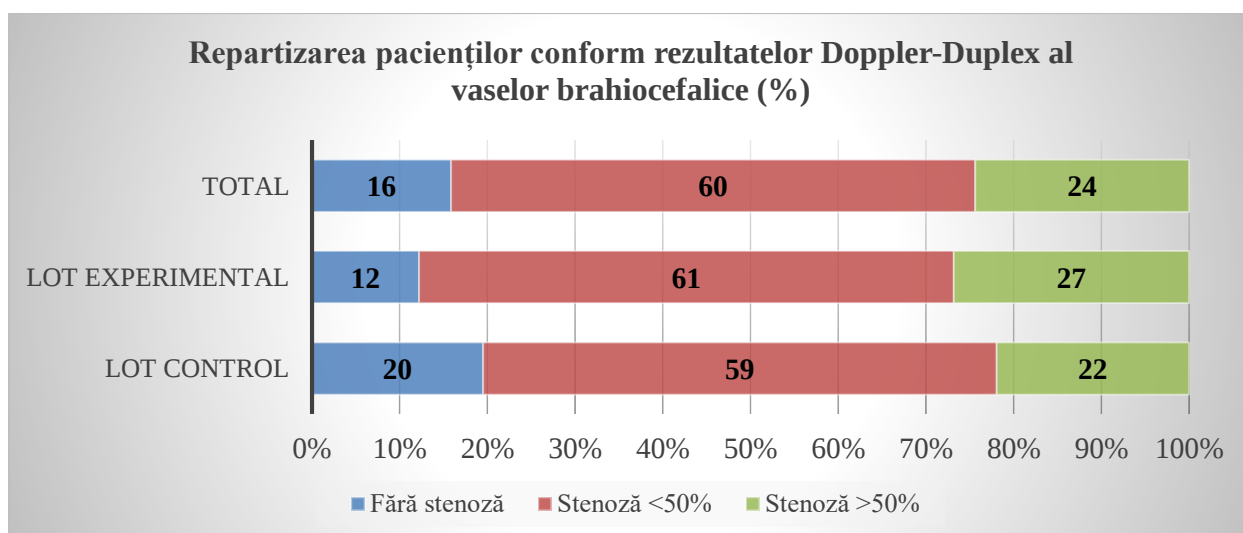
Repartizarea subiecților conform rezultatelor Doppler-Duplex al vaselor brahiocefalice (%)
